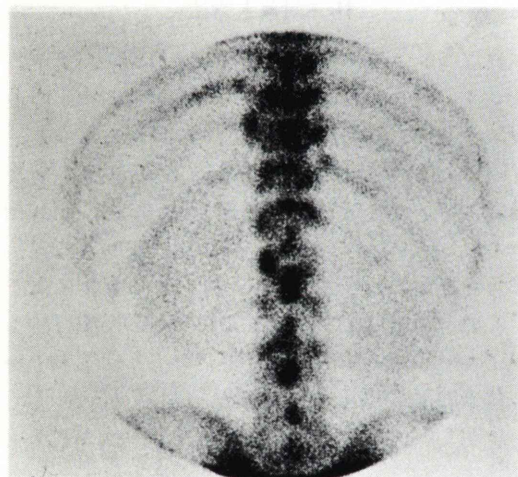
(Case 1) Renal image obtained at the time of bone scintigraphy. The lesion in figure 1 is undetectable on this delayed image. High activity areas are noted in the vertebrae and ribs.
